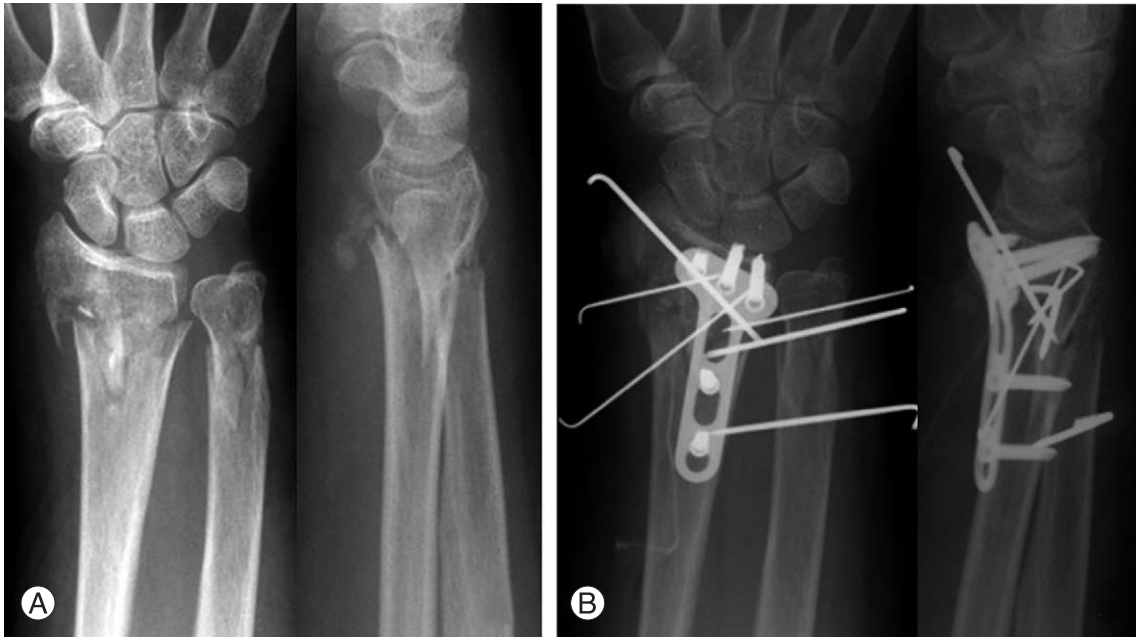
Preoperative (A) and postoperative (B) simple radiographs of the wrist of 74-year-old female patient with AO type A3 fracture of the distal radius and Biyani type 1 fracture of the distal ulna.
